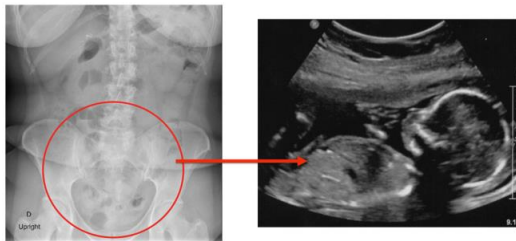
Radiografía de abdomen previa al estudio gastroduodenal y ecografía abdominal que confirman la gestación de 24 semanas de la paciente.
